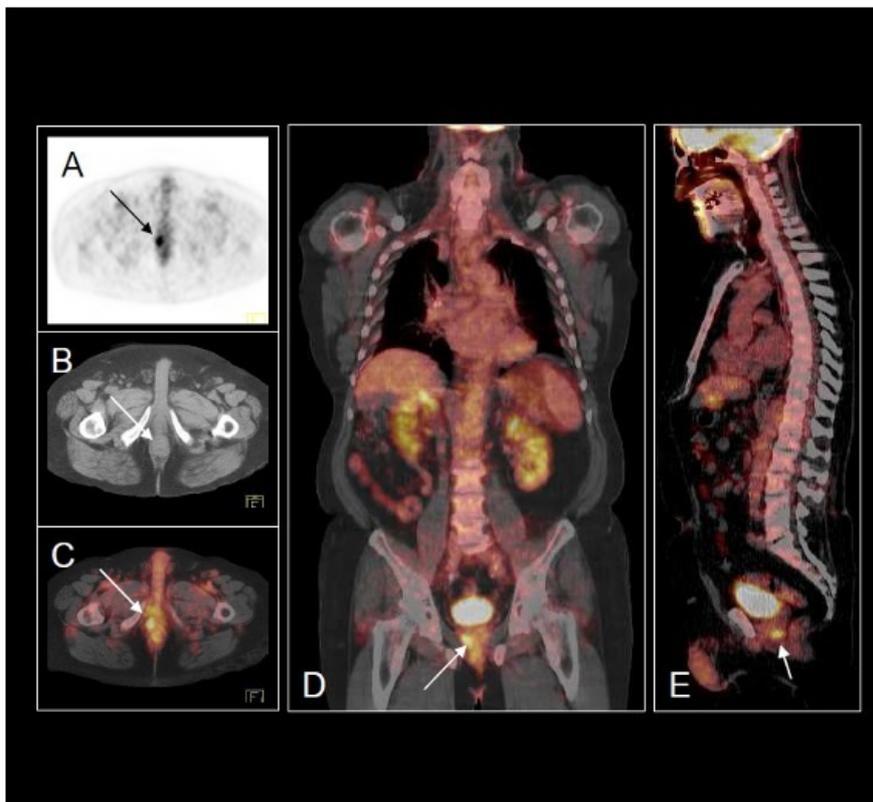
Detalles en cortes axiales de PET (A), TAC (B), fusión (C), coronal y sagital de fusión PET-TAC (D y E) mostrando el depósito focal en lóbulo prostático derecho, de situación periférica y sin calcificaciones asociadas en el estudio de TAC (flechas).
